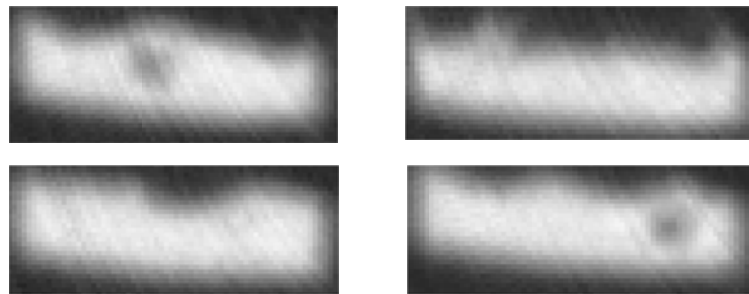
Micro-CT transversal de la muestra 48_12.
